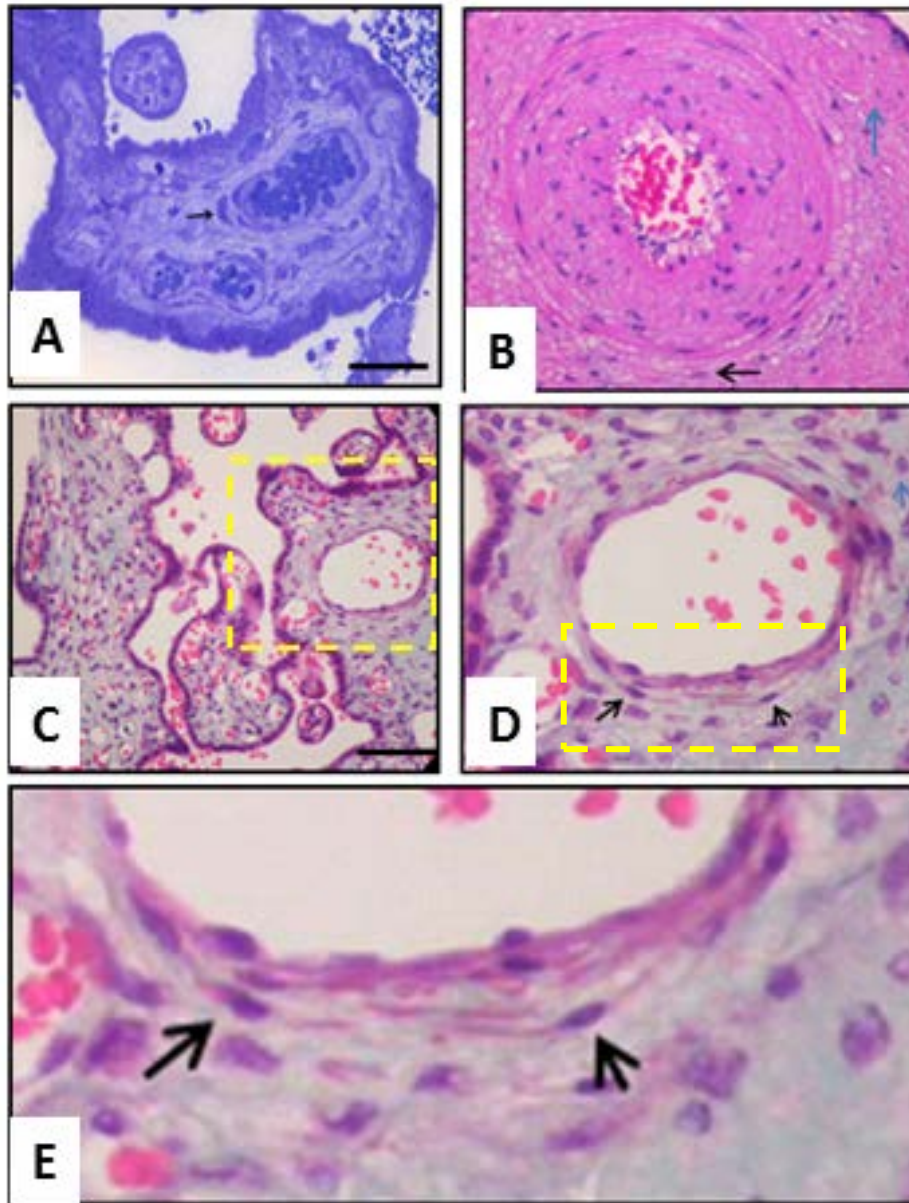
A. Corte semifino de placenta de término, tinción azul de toluidina. Flechas negras señalan TC rodeando los vasos sanguíneos. B. Tinción Hematoxilina/ Eosina. Placenta de término, ampliación de la zona de una arteria fetal, se observa adyacente a la capa muscular un TC (flecha negra) y MF (flecha azul). C. Histoquímica con PAP en placenta de término, 20x. D. Se amplifica una zona de la microfotografía C, en esta se señala con flechas negra TC cercanos al vaso sanguíneo y flecha azul un MF. E. Ampliación de la ubicación de los TC (flecha negra) en la imagen D.
